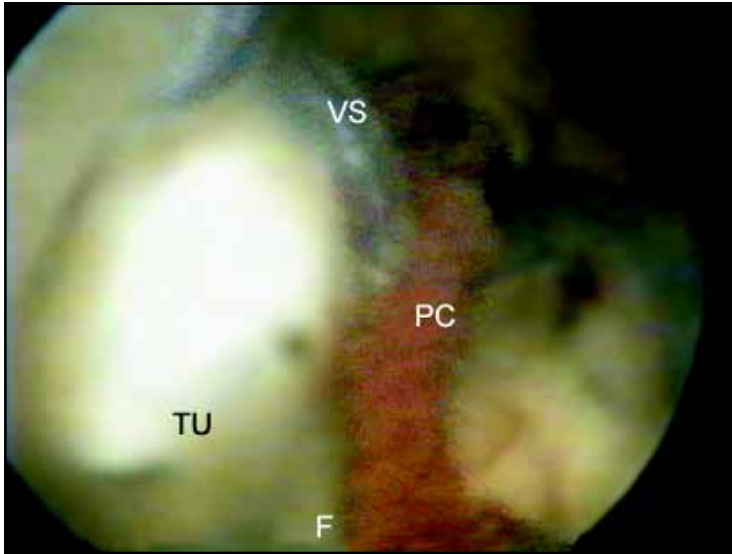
Imagem endoscópica da lesão intraseptal retrodoraminal interforaminal. TU, tumor; VC, veia septal; TC, plexo coroide; F, fórnix.
